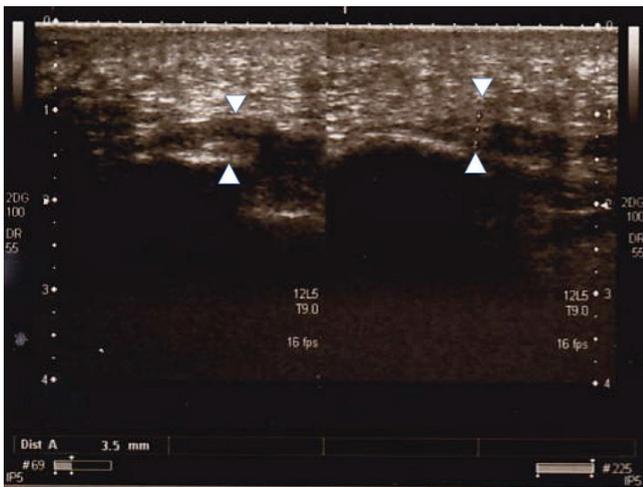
Controllo ecografico dopo 12 giorni caso clinico 2: Ridotta la ipoecogenicità inserzionale della fascia plantare dx.
